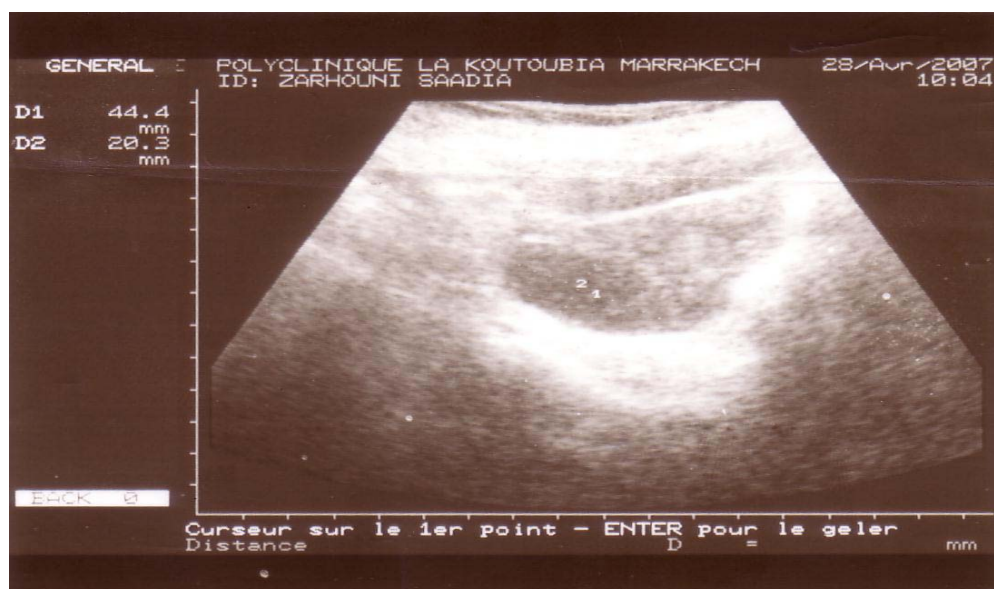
Aspect échographique d'un hydrosalpinx révélant une tuberculeuse
